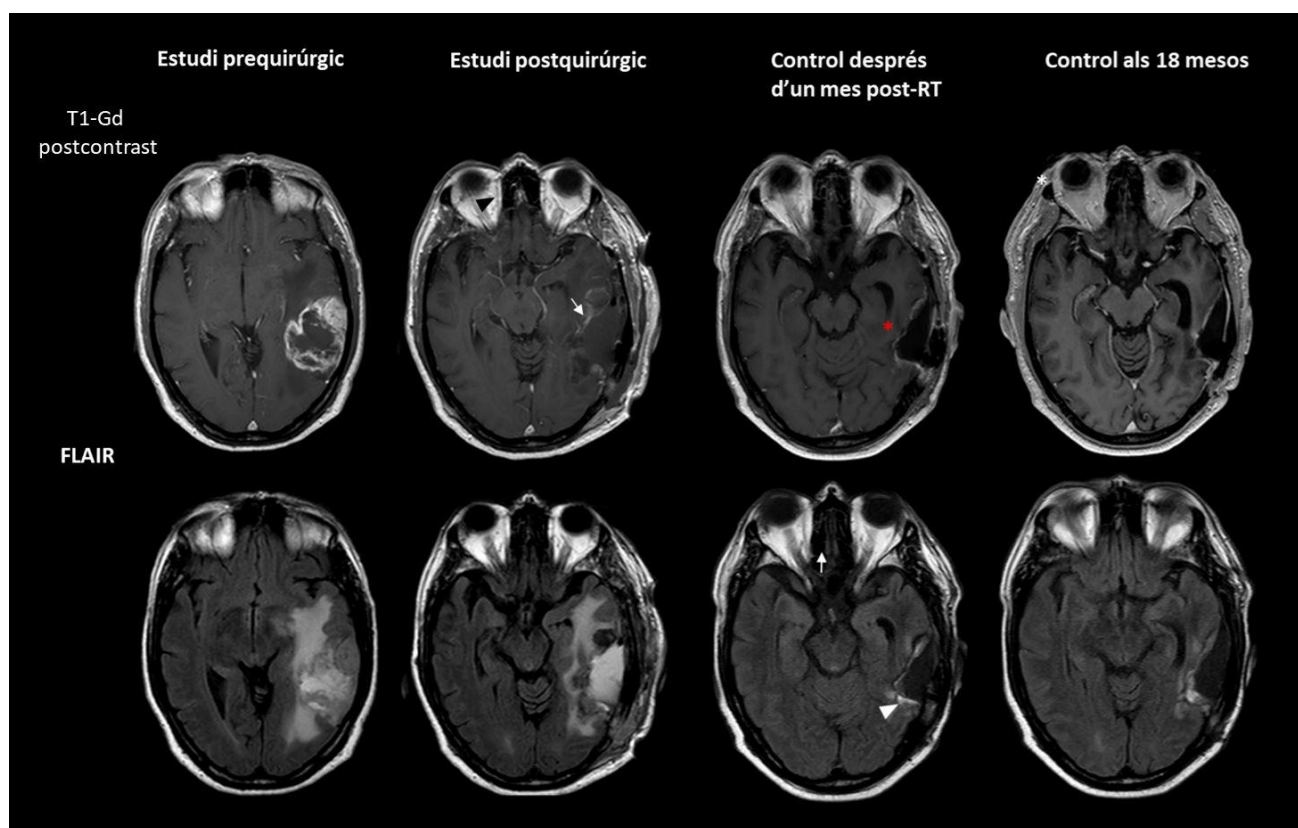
Resposta terapèutica completa. A les successives columnes, d'esquerra a dreta, es mostren les exploracions en el moment del diagnòstic, 4 dies després de la cirurgia, 1 mes després de finalitzar el tractament amb radioteràpia i control evolutiu als 18 mesos, respectivament. Es tracta d'un GB temporal esquerre. En el primer control postquirúrgic s'evidencien focus de realçament (fletxa blanca), que plantejen la possibilitat de component inflamatori vers restes tumorals. Tant els focus de captació com l'àrea d'hiperintensitat en FLAIR desapareixen en el següent control (asterisc vermell i cap de fletxa blanca, respectivament). Finalment, als 18 mesos del tractament, es posa de manifest una cavitat porencefàlica resultant de la resecció tumoral (*Elaboració pròpia*).
